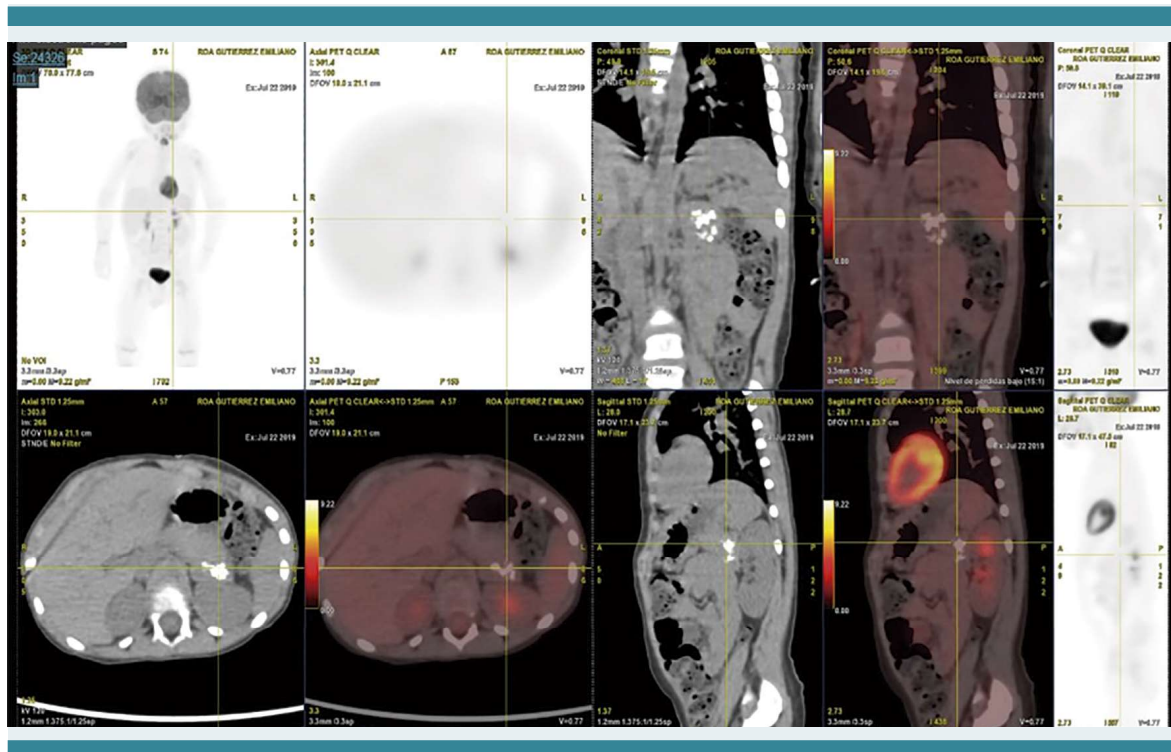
PET corporal que muestra una masa suprarrenal en el lado izquierdo.
